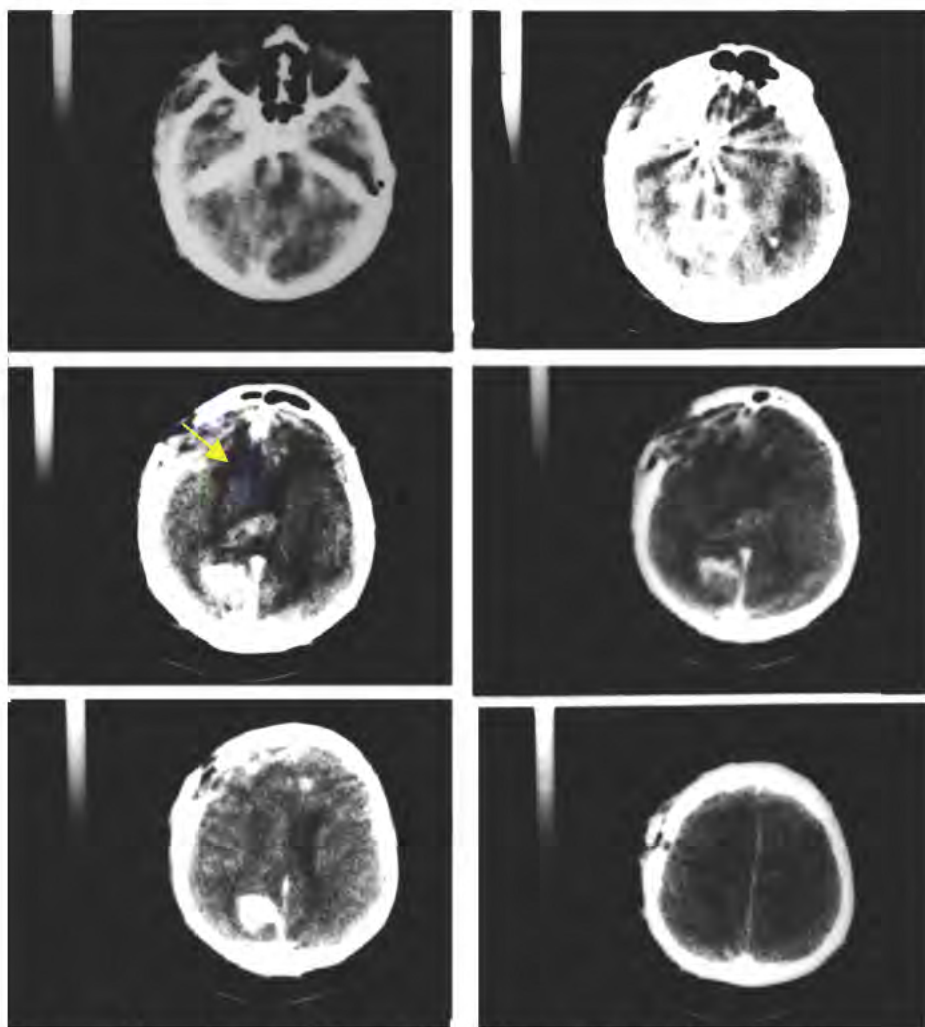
Caso nº 3 – TC Crânio. (Terceiro exame) mostrando isquemia hemisférica direita com “perfusão de luxo” multifocal, edema, apresentando efeito de massa e hérnia cerebral interna (uncus, à direita) (seta amarela).
